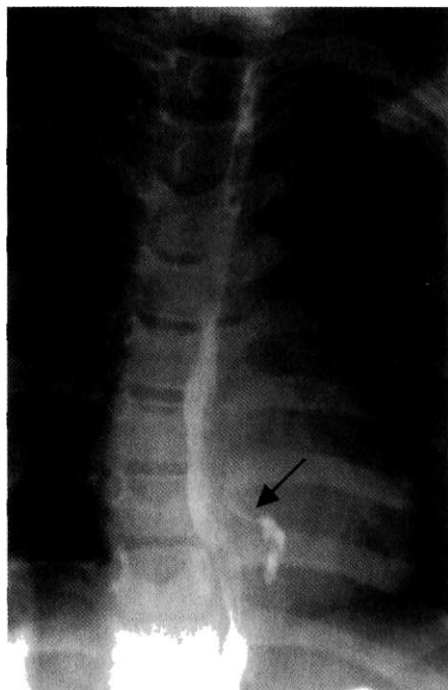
Перфорация пищевода. Рентгеноскопия с контрастным веществом. Определяется затёк контрастного вещества за пределы пищевода (указан стрелкой).
